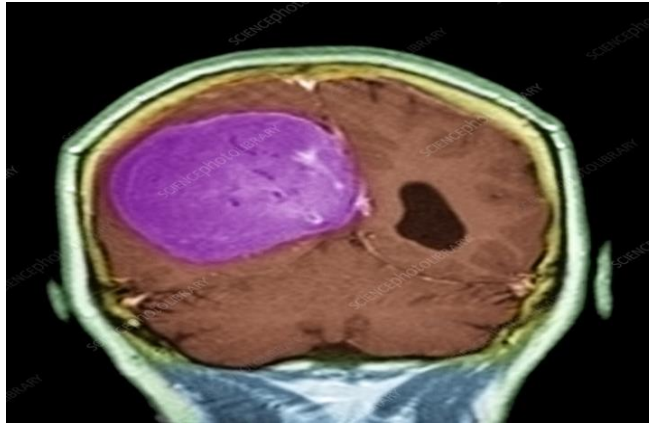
Hasil CT scan meningioma parasagital*
